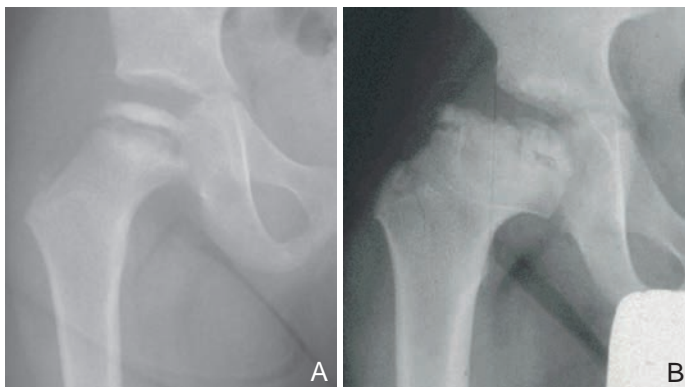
Radiographie de hanche de face montrant : une ostéochondrite de hanche débutante (A); une ostéochondrite de hanche évoluée (B).
